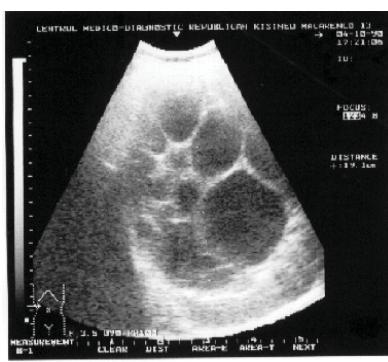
Ecografia chistului hidatic cu generații
